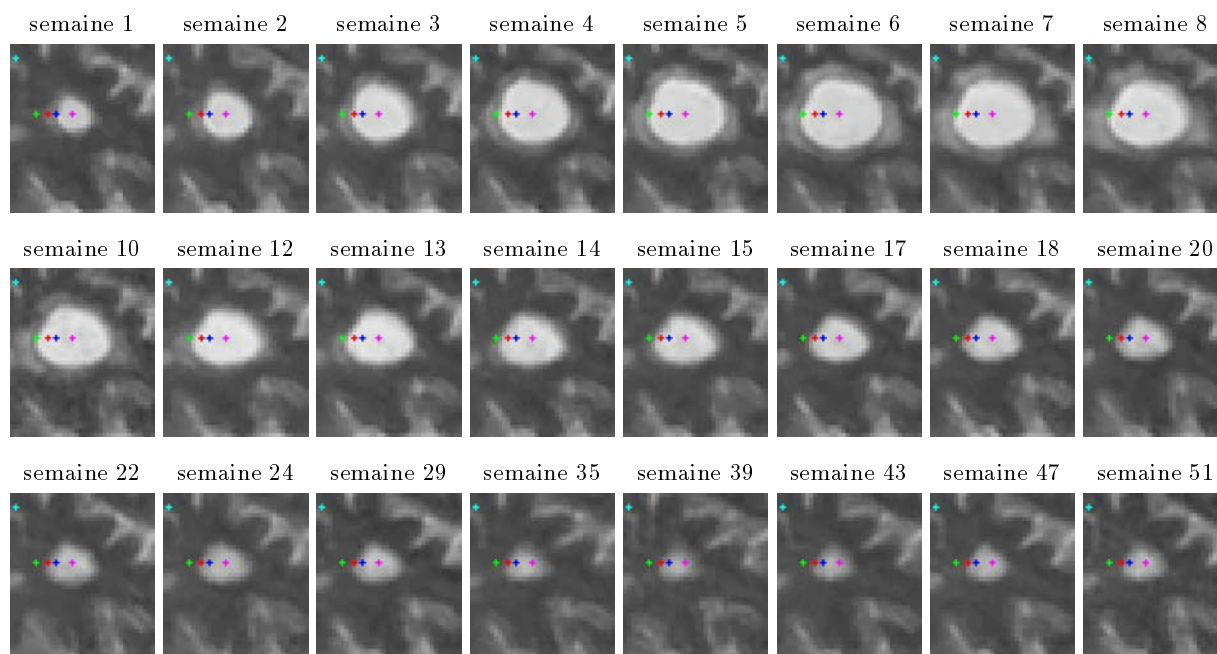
Une lésion évolutive de sclérose en plaques change de forme et d'intensité au cours du temps. On peut facilement comparer les profils temporels d'intensité de points hors lésion avec les points situés à la périphérie ou dans la lésion. Nous avons concentré nos efforts sur les points qui sont tout d'abord hors lésion, puis qui sont atteints une seule fois par une plaque à un instant de la série, et qui sont de nouveau hors lésion avant la fin des acquisitions. Dans une IRM pondérée en T2, la plupart des lésions évolutives possèdent de tels points.
